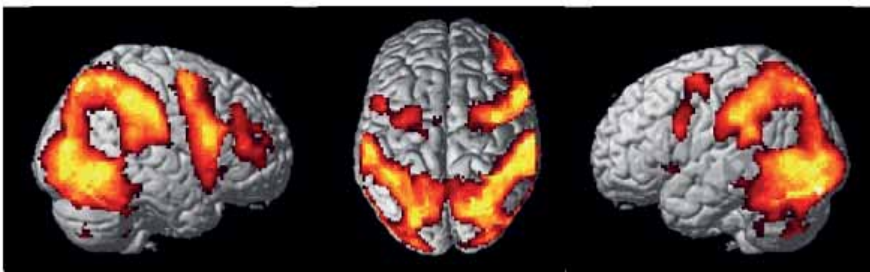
Функциональная МРТ.
